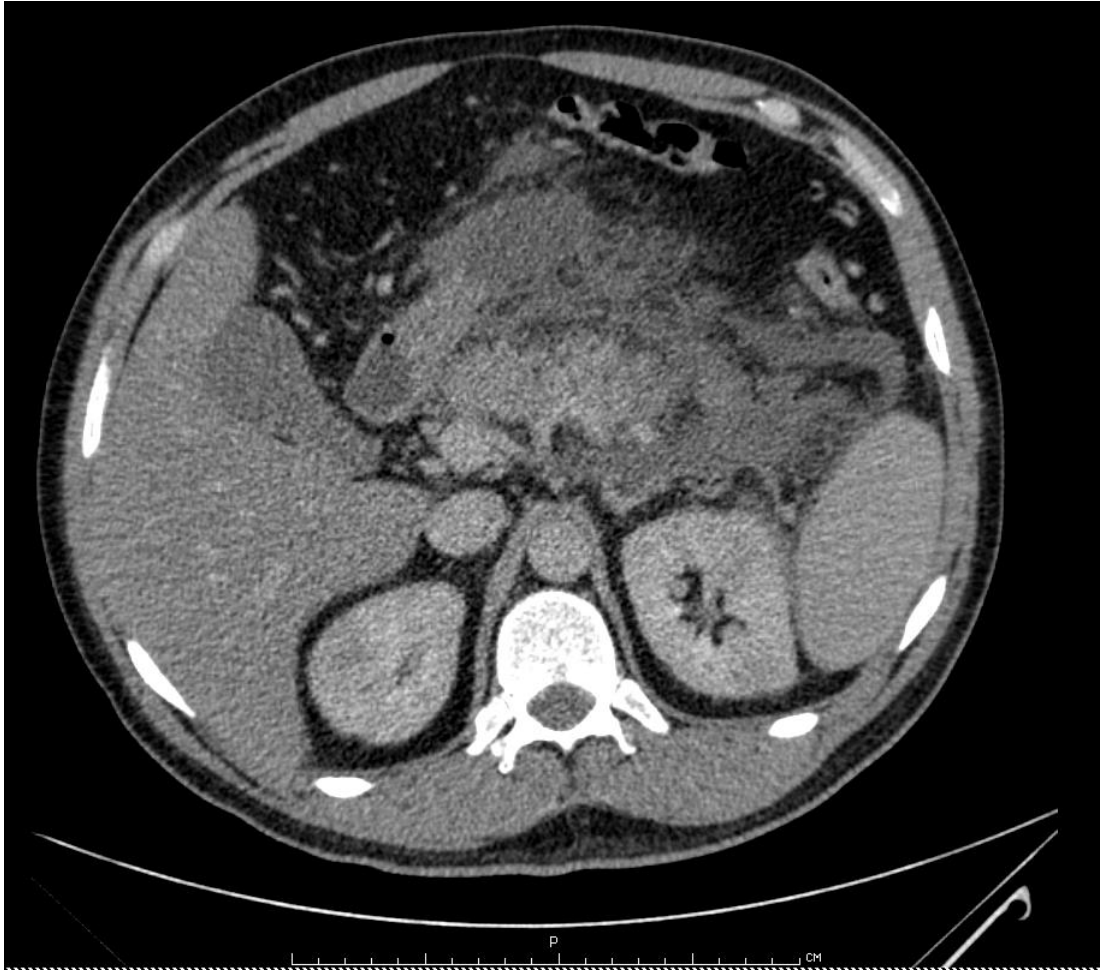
Компьютерная томограмма больного Б., 65 лет, и/б 22998. 17-е сутки после лапароскопии. Панкреонекроз с секвестрацией парапанкреатической клетчатки.
